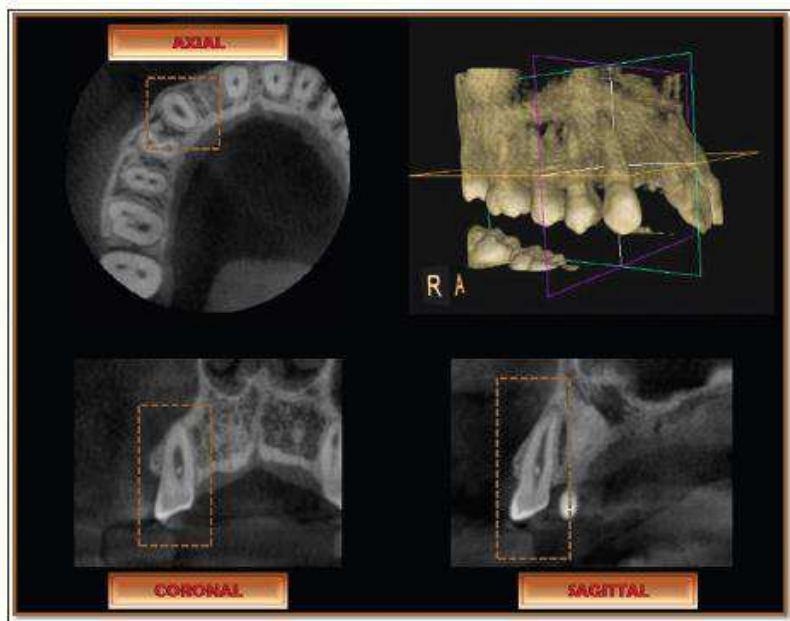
Imagens captadas por tomografia computadorizada em vários planos. ⁽⁴⁰⁾
